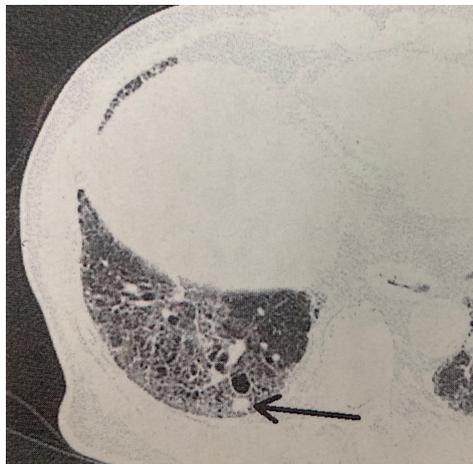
症例1の胸部CT画像（矢印はS10の結節陰影）
